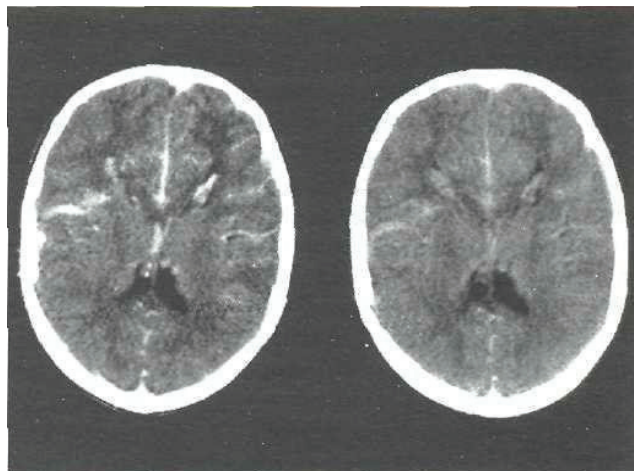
КТ–изображение массивного субарахноидального кровоизлияния (мальчик 12 лет). Аксиальные срезы. Видна высокая плотность рисунка борозд головного мозга и межполушарной щели
